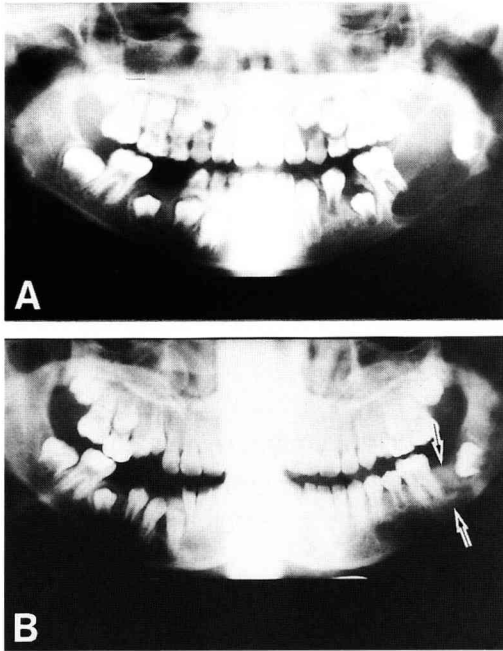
Panoramic radiograph of case 1
